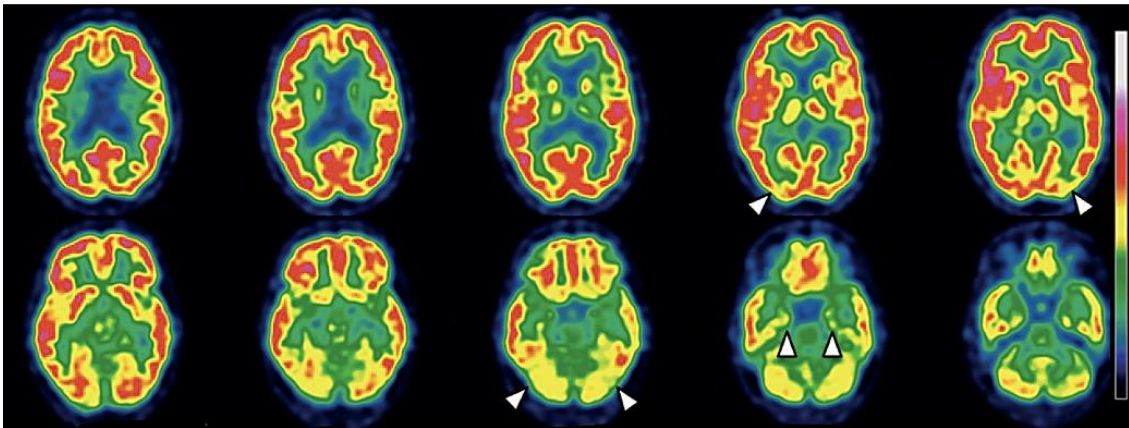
18F-FDG PET/TC cerebral mostrando um padrão espacial de hipometabolismo da glicose cerebral, envolvendo o córtex occipital, áreas temporais mediais e cerebelo (5).
